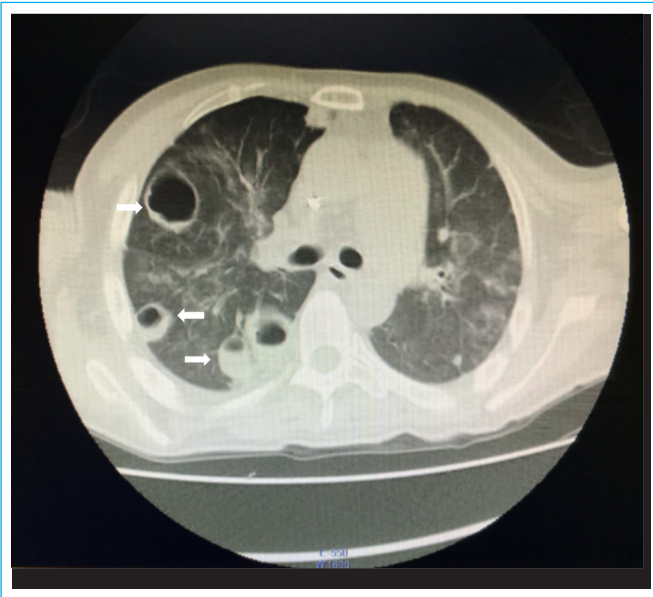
Tomografía de tórax observándose las múltiples cavitaciones pulmonares de forma bilateral (flechas).
